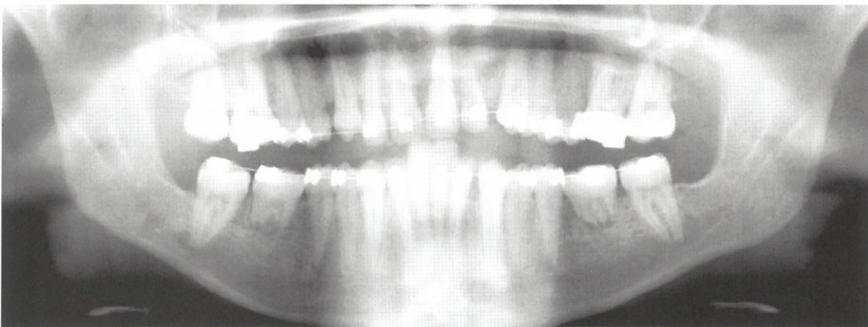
Orthopantomogramm derselben Patientin 7 Monate post operationem und 4 Monate nach Behandlung der transplantierten Zähne 38 und 48.
